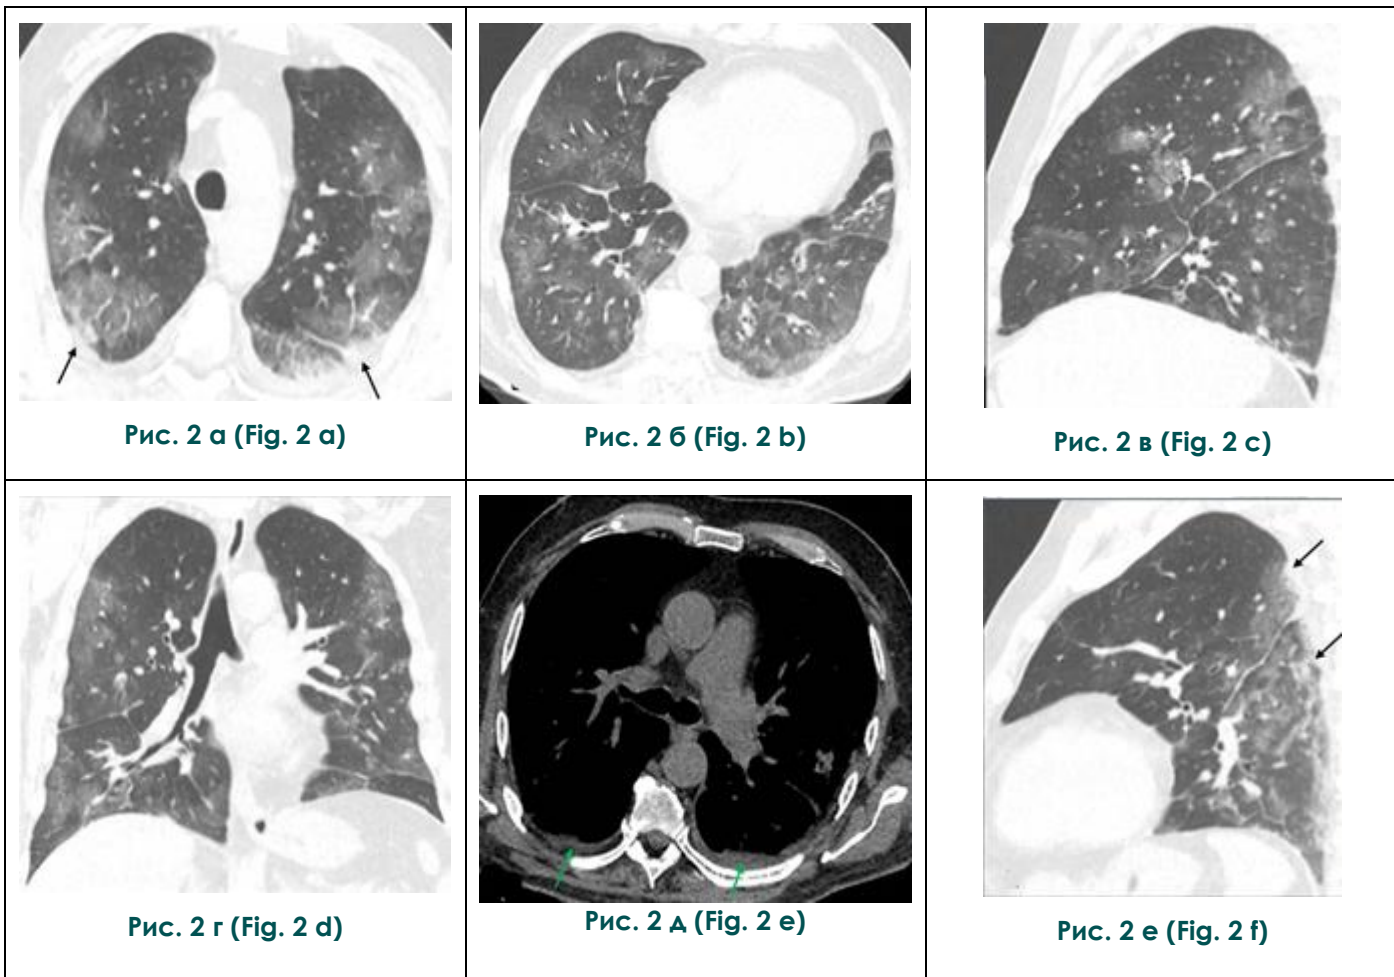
КТ ОГК №2 (от 19.04.2020 г.): в аксиальной (а, б, д), сагитальной (в, е) и фронтальной (г) плоскостях, в легочном (а, б, в, г, е) и мягкотканном (д) режимах
